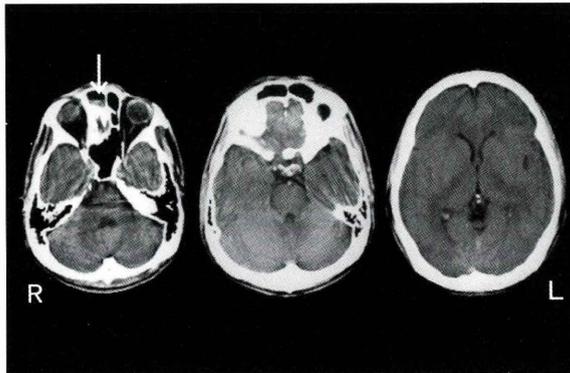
救急センター初診時の頭部CT所見(1998年3月14日)
